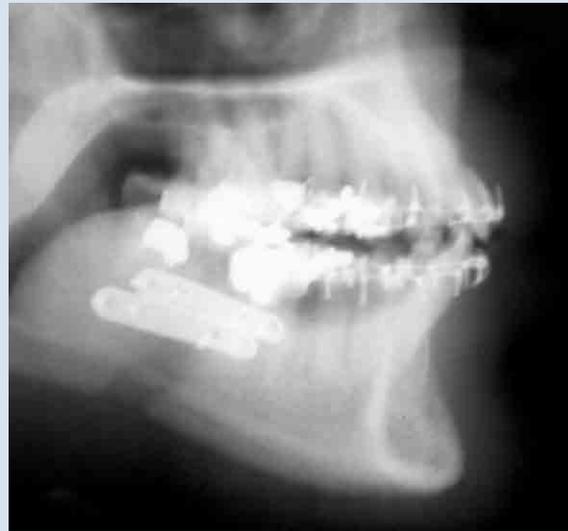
Radiographie panoramique et téléradiographie de profil en cours de traitement après chirurgie. La chirurgie a été réalisée par le docteur Jean-François Tulane et a comporté uniquement un Obwegeser d'avancée mandibulaire.
